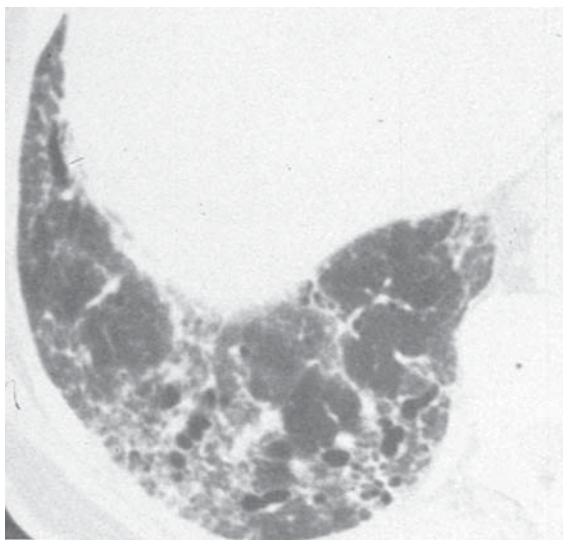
TC de tórax de alta resolução do pulmão direito mostrando características clássicas de FPI: opacidades reticulares basilares, posteriores e subpleurais predominantes (ou seja, espessamento intersticial intra e interlobular e fibrose) com faveolamento, bronquiectasias de tração extensas e opacidade em vidro-fosco.
